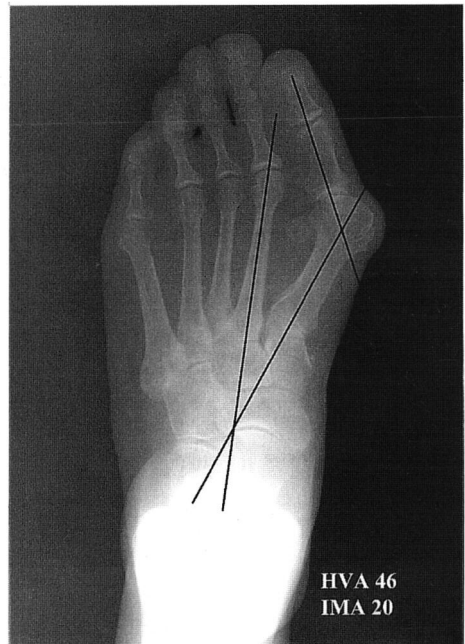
Preoperative radiography. Hallux valgus angle(HVA) is 46°, intermetatarsal angle(IMA) is 20°.
